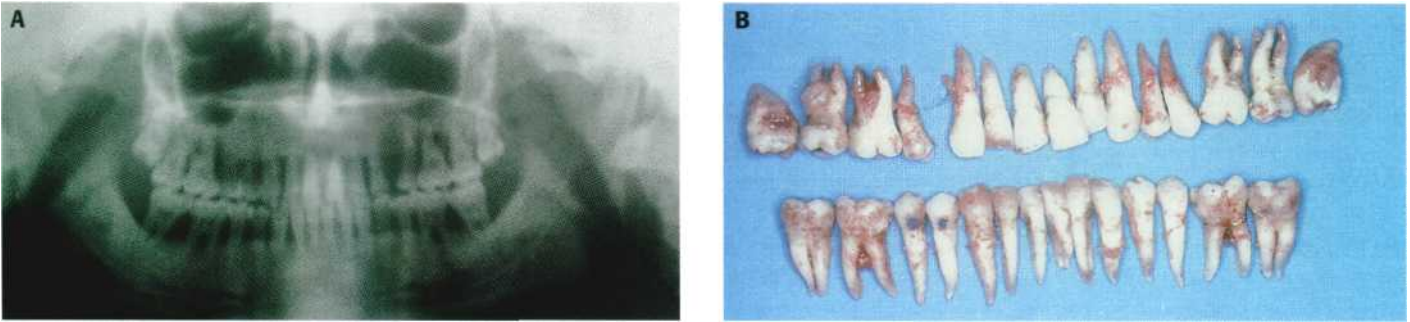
(A) Ortopantomografía de un paciente con enfermedad periodontal avanzada. (B) Extracción de todos los dientes presentes en ambas arcadas. Confección de una prótesis inmediata provisional y posterior rehabilitación con prótesis fija sobre implantes (Prof. A. J. Freitas).
